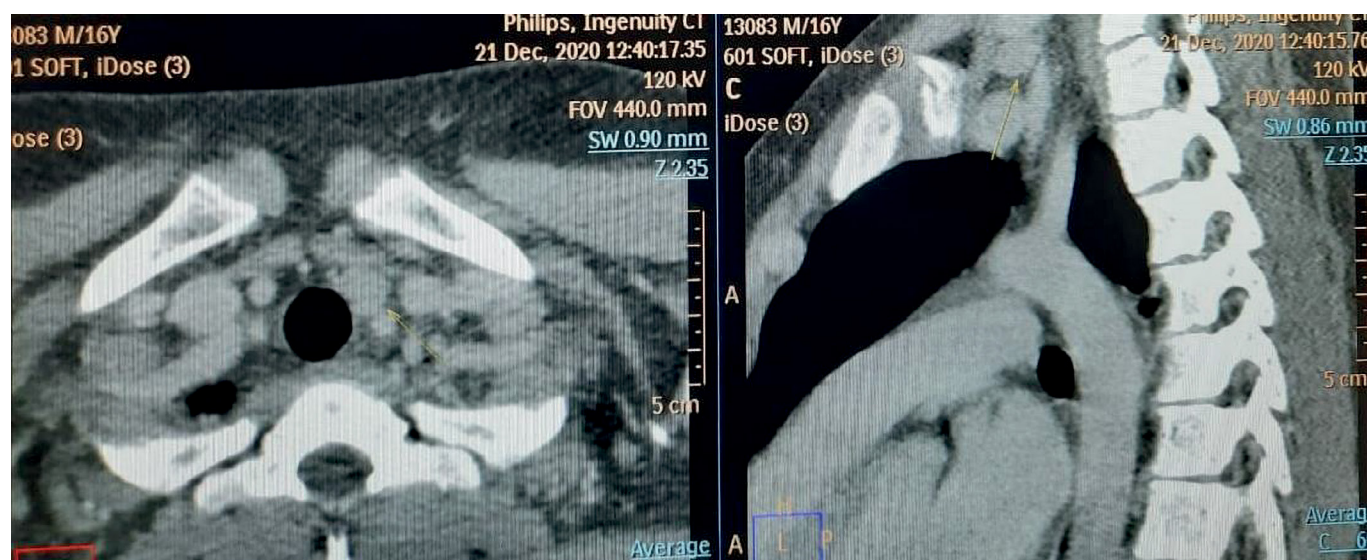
Компьютерная томограмма шеи: стрелкой обозначена аденома околощитовидной железы
